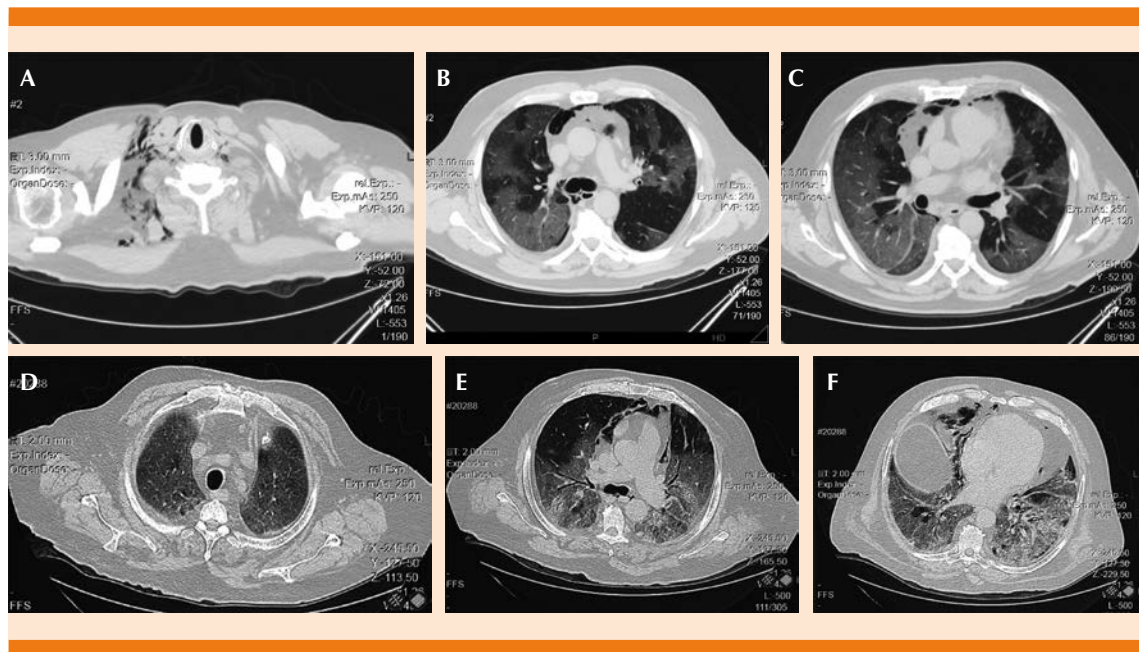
Tomografía computada de tórax, cortes axiales (ventana de pulmón) del paciente de 58 años con gas en el tejido subcutáneo (A); gas en el mediastino, infiltrados bilaterales en vidrio despulido (B y C). Tomografía computada de tórax, cortes axiales (ventana de pulmón) del paciente de 69 años con infiltrados bilaterales en vidrio despulido (D), gas en el mediastino (E), infiltrados bilaterales en vidrio despulido, con tendencia a consolidación compatibles con infección por SARS-CoV-2. Obsérvese la ausencia del tubo endotraqueal y de las vías centrales. Un corte más bajo que muestra las mismas lesiones (F).
